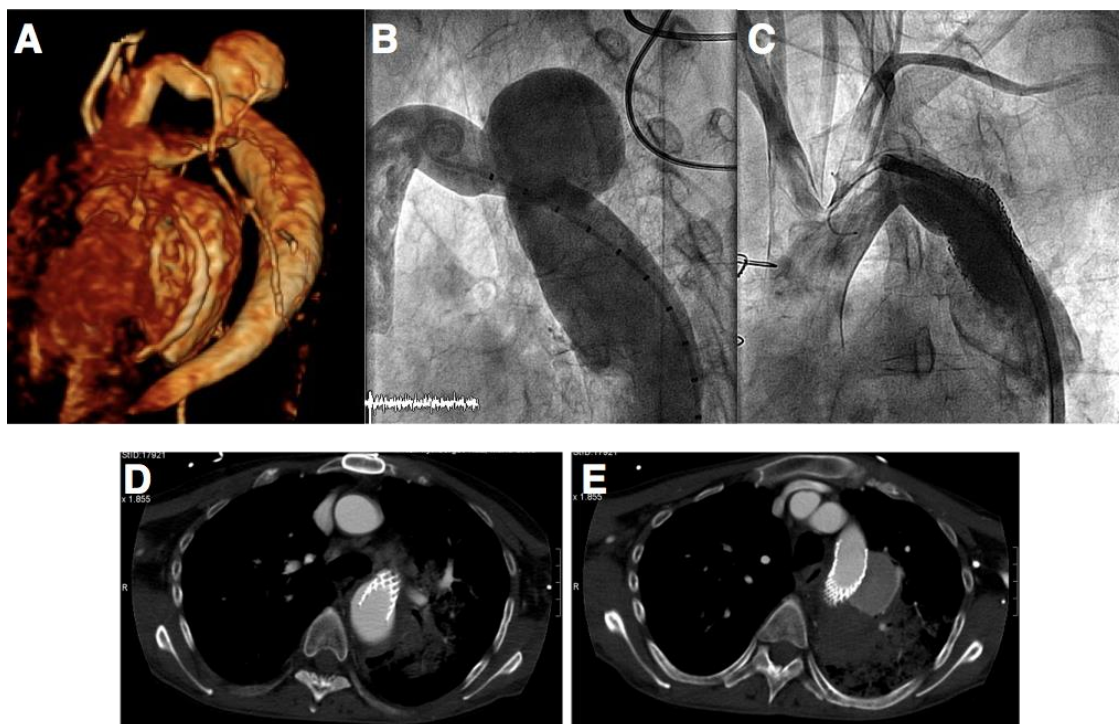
Se muestra el otro caso de la paciente fallecida a los 7 días de la exclusión percutánea del pseudoaneurisma. A) Reconstrucción tridimensional por TAC del pseudoaneurisma. B) Angiografía basal del pseudoaneurisma. C) Angiografía que muestra la exclusión del pseudoaneurisma mediante 2 stents recubiertos de PTFE. D). TAC que muestra la hemorragia pulmonar adyacente al stent que causó el fallecimiento de la paciente.
